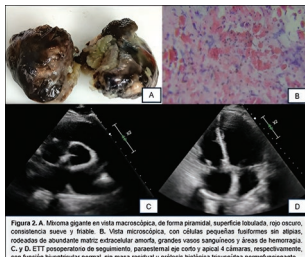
A. Mixoma gigante en vista macroscópica, de forma pedunculada, superficie lobulada, no vascularizada, consistencia suave y frías. B. Vista microscópica, con células pequeñas fusiformes en áreas, citoplasma de abundante material extracelular amorfo, grandes vasos sanguíneos y áreas de hemorragia. C y D. ETT preoperatorio de seguimiento, parasternal eje corto y apical 4 cámaras, respectivamente, con función ventricular normal, sin masa residual y estructura valvular tricúspide normofuncionante.
